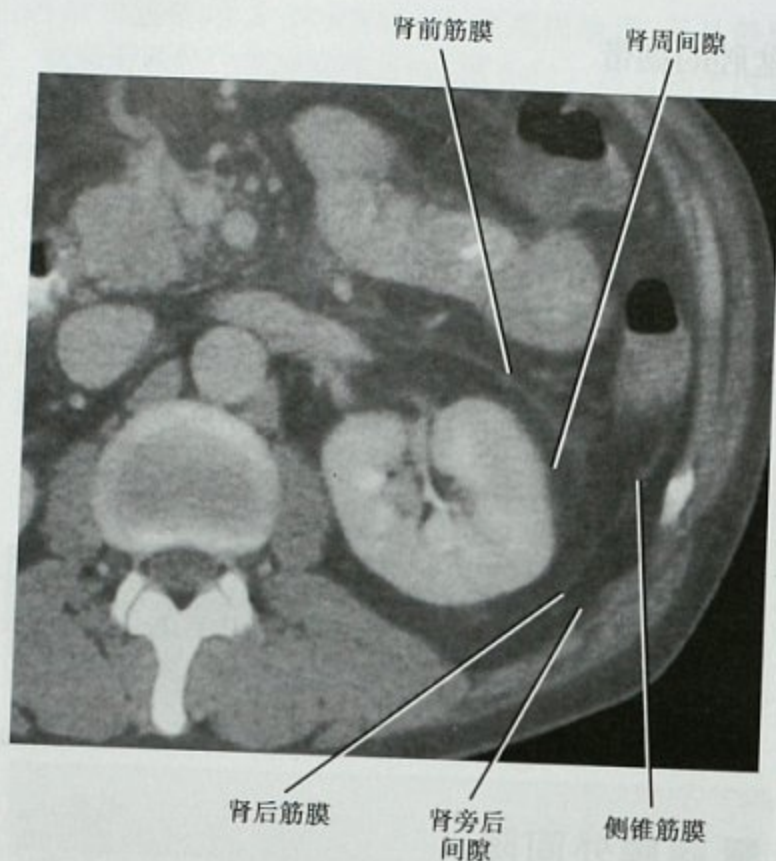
急性胰腺炎患者左肾水平的横断位增强 CT, 显示经典的后腹膜解剖
